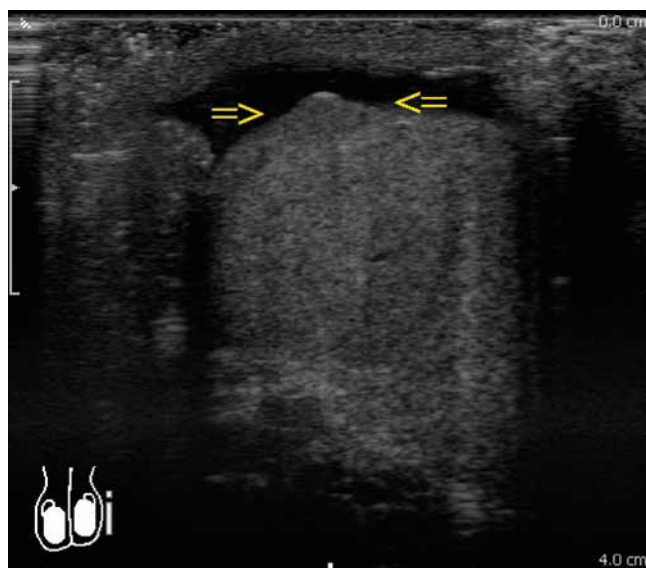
Ultrasound scan. 12 MHz linear probe. Irregular contours of the upper pole of the left testis which suggest infiltration of the tunica albuginea
